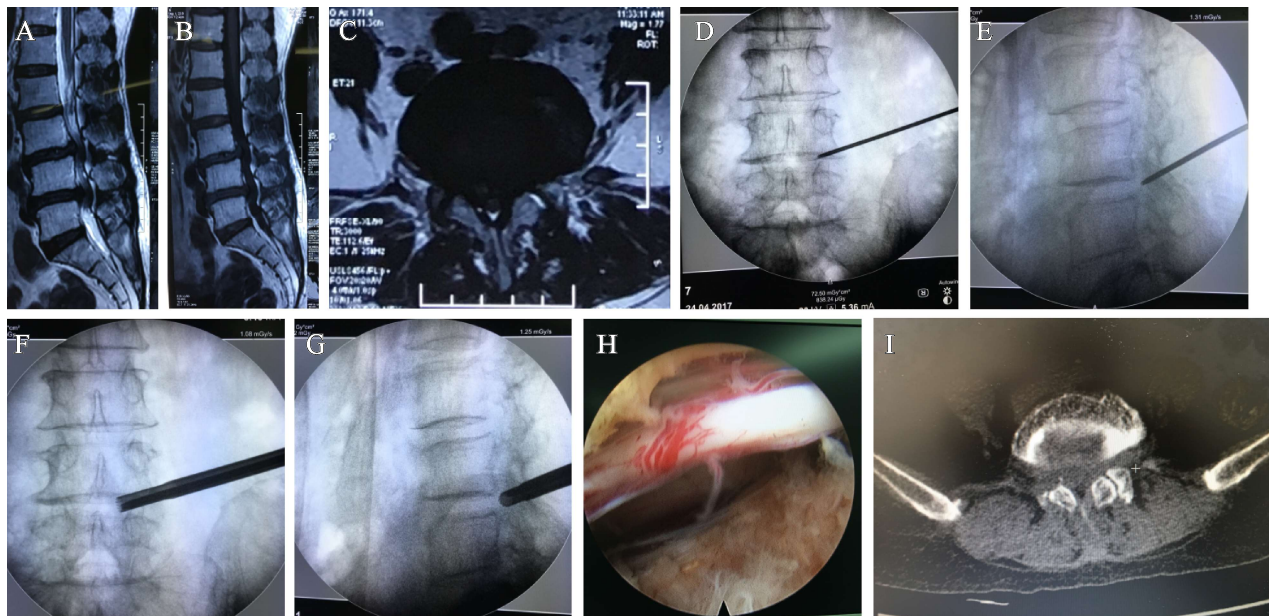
A-C. 术前 MRI 检查示 L_{4/5}、L_{5/S1} 椎管狭窄; D、E. 术前神经根封闭诊断责任节段后, 行 L_{4/5} 穿刺导棒放置关节突下方, 偏神经根背侧; F、G. 使用偏心环锯扩大神经根管, 进行神经减压; H. 摘除突出椎间盘及部分黄韧带后, 清楚显露神经根, 镜下彻底减压; I. 术后 CT 复查显示神经根管及侧隐窝减压充分, 压迫解除
